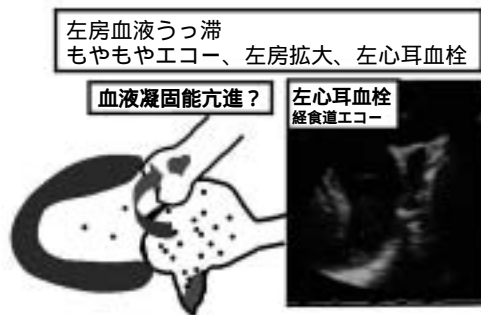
左心耳の血栓形成と経食道エコーで見た左心耳血栓。
